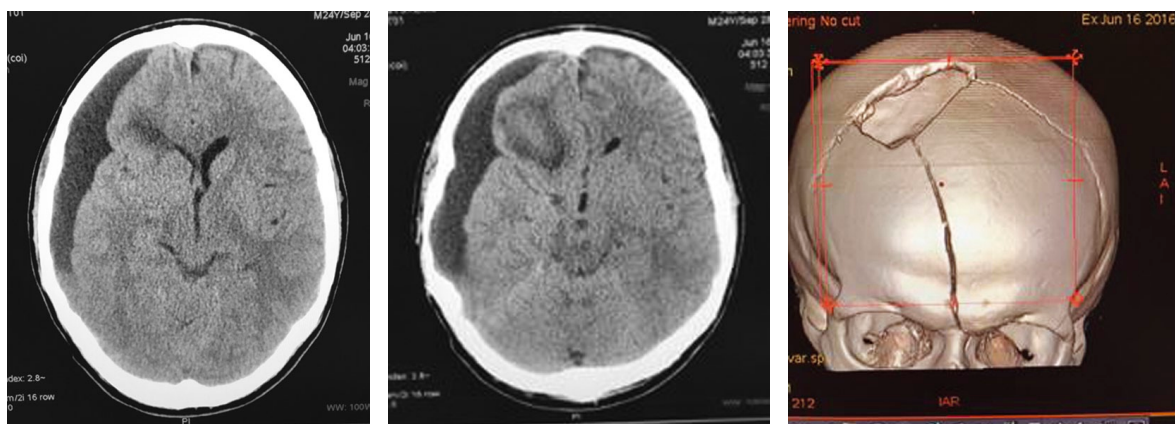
КТ головного мозга при поступлении в ГКБ.
